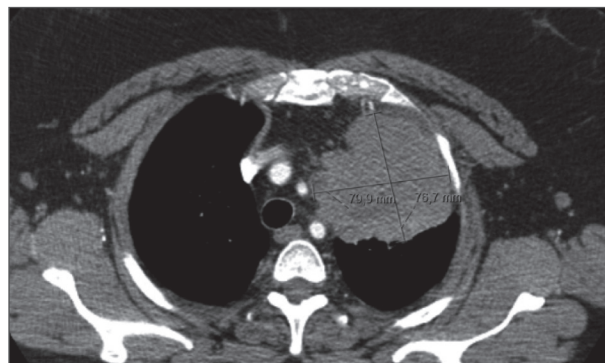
Imagem de TAC reveladora de crescimento das lesões metastáticas.
